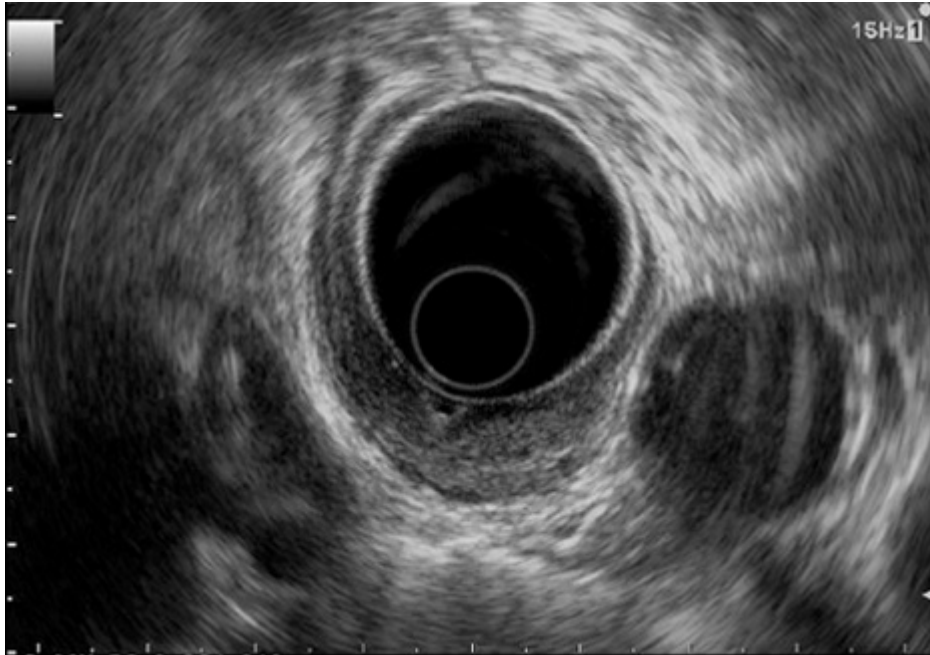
Aspect échographie endoscopique d'une GIST rectale
